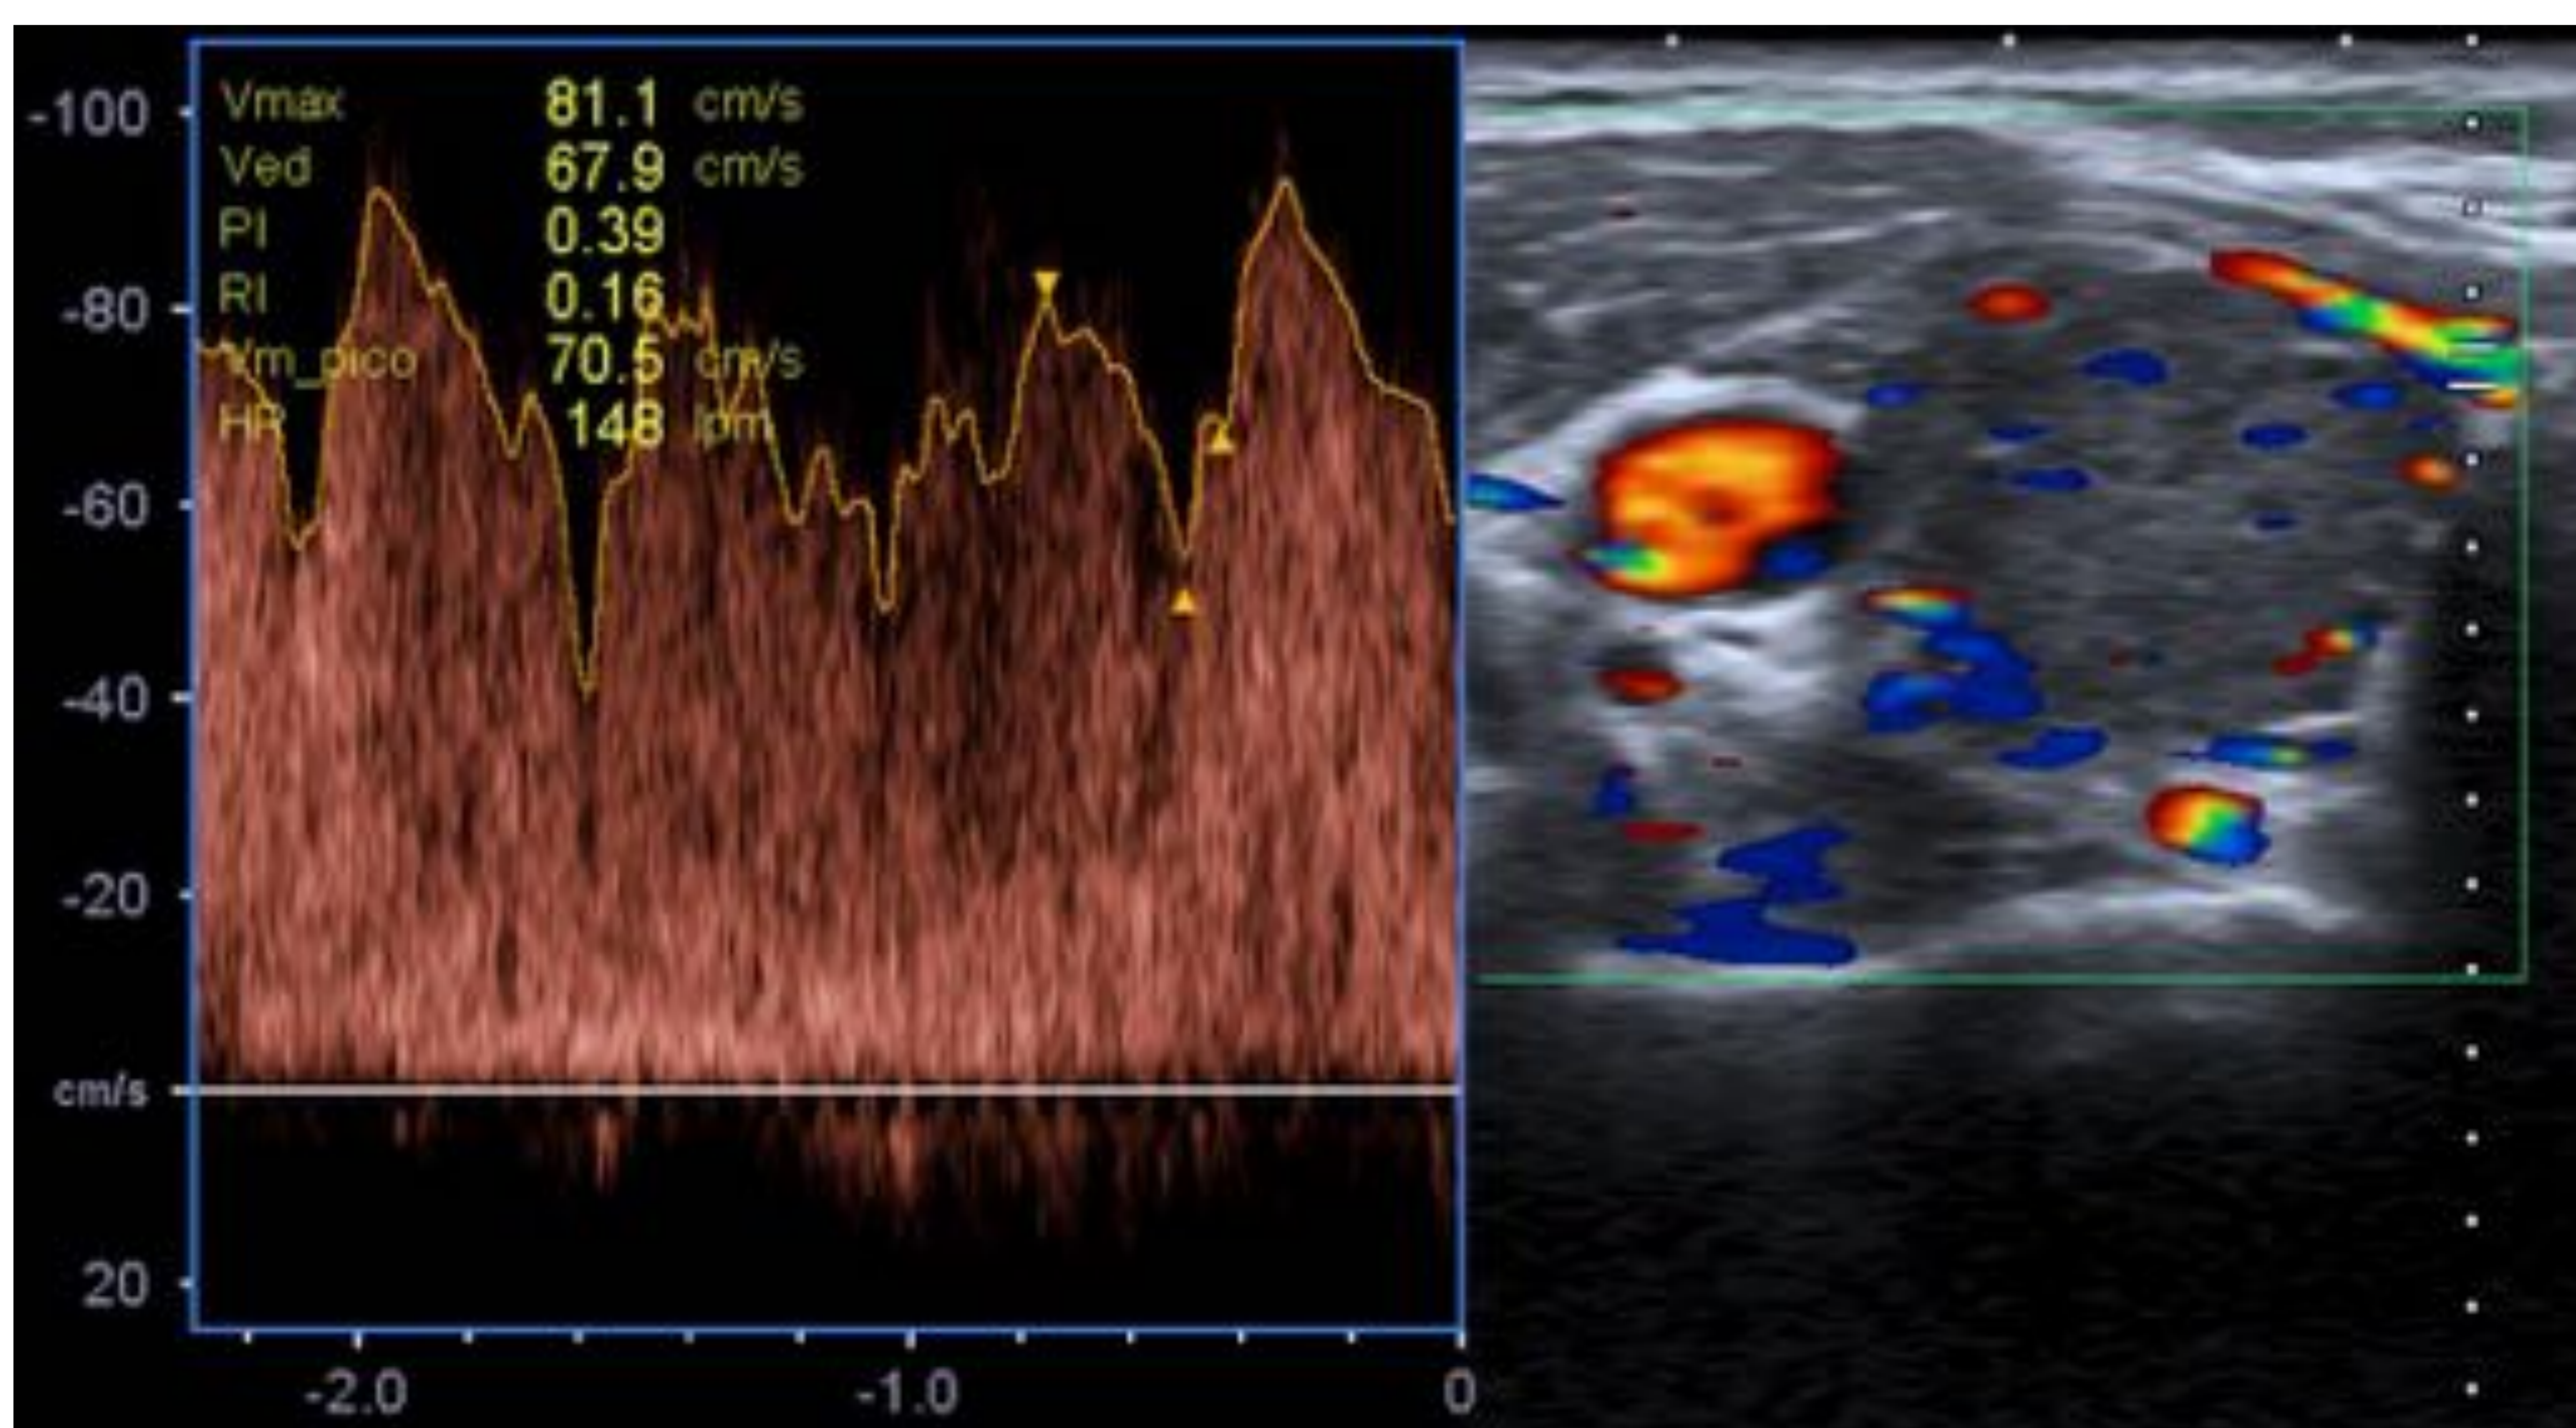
Enfermedad de Graves Basedow. Doppler color donde se observa un importante aumento de las velocidades picosistólicas (81 cm/s) en las arterias tiroideas de ambos lóbulos.
